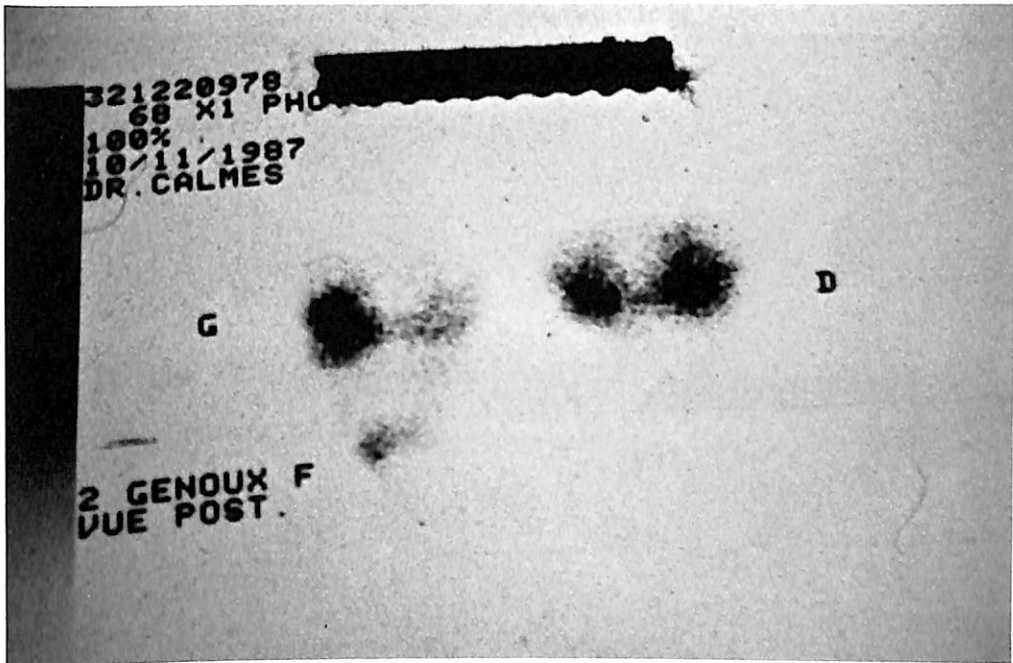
Examen scintigraphique au TC. révélant une hyperfixation modérée de l'extrémité supérieure du tibia gauche.
